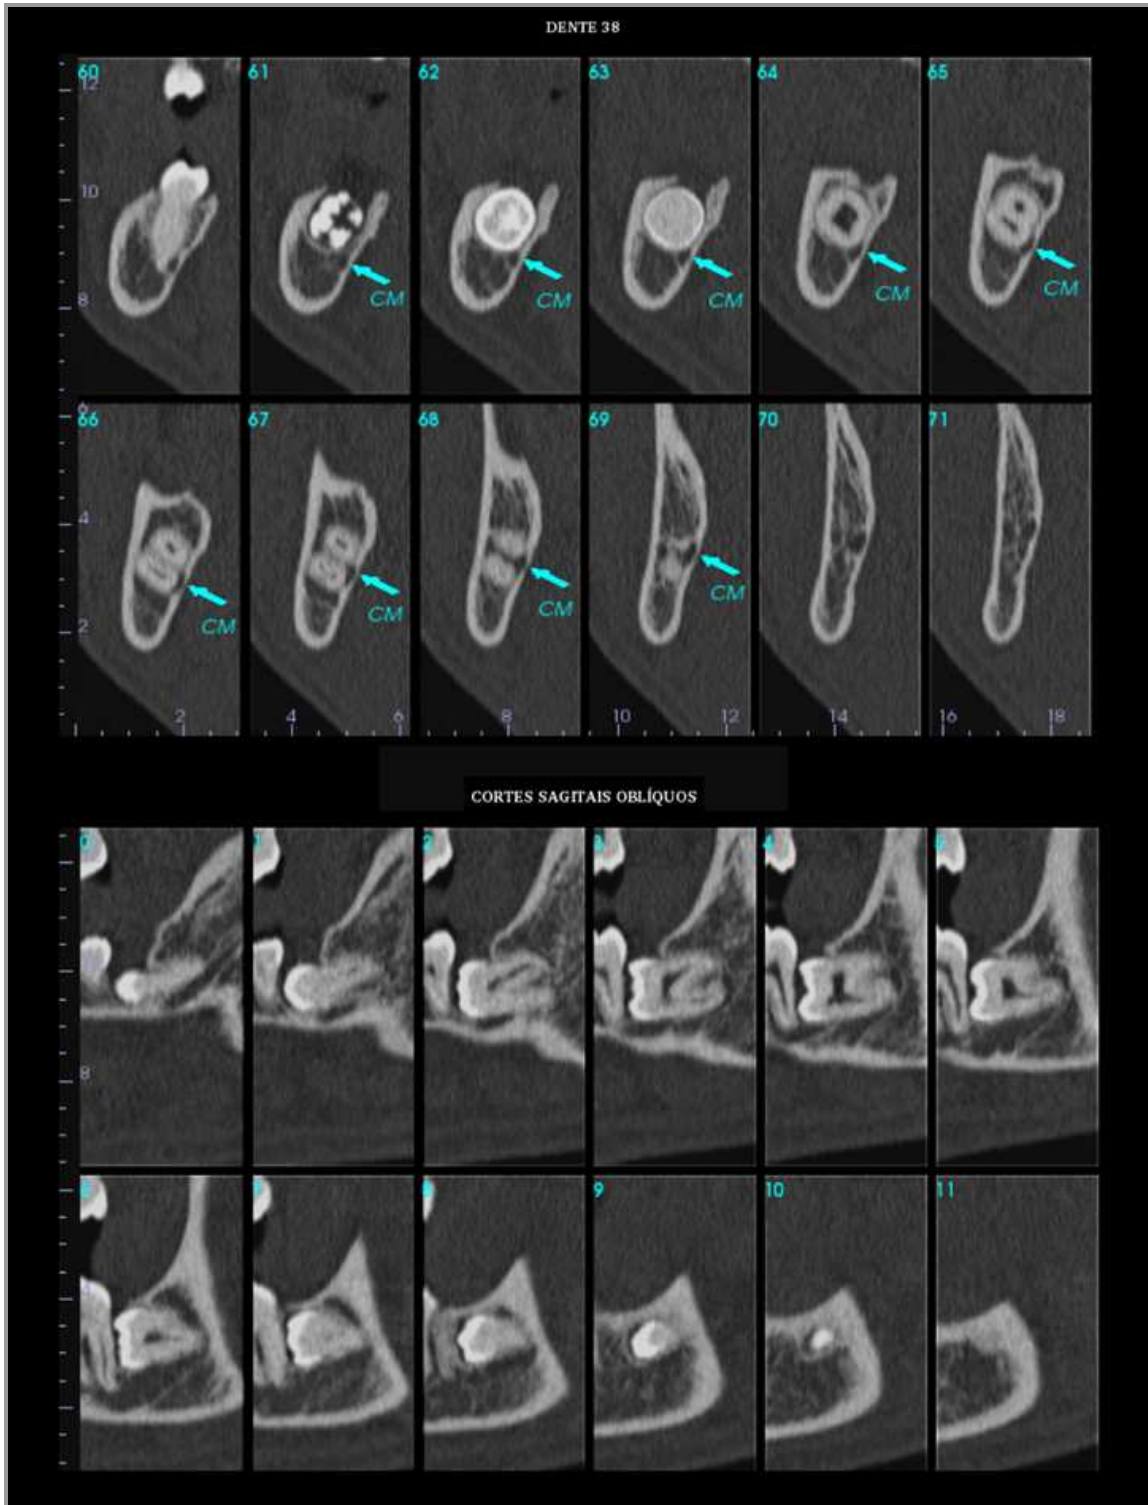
TC mostrando a íntima relação entre o dente 38 e o CM²⁰
